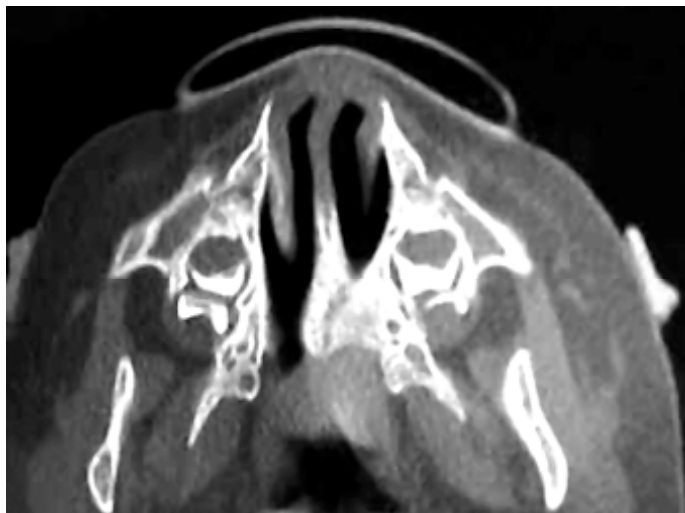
Atresia coanale (immagine TC)
